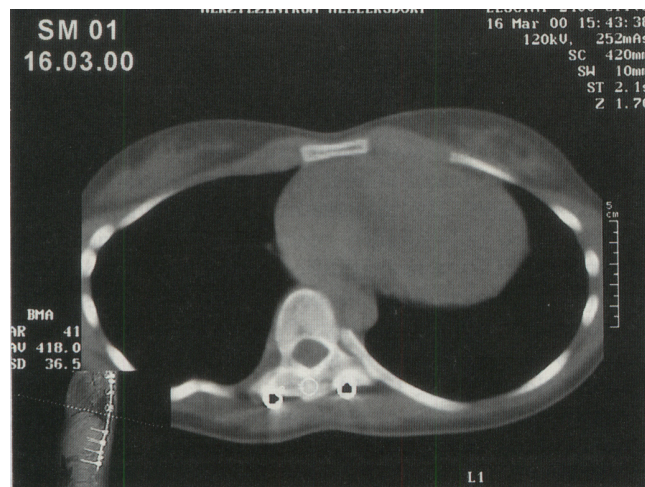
Computertomographie 8 Monate nach dorsaler instrumentierter Spondylodese (TCP Gruppe) zeigt die homogene Knochenformation zwischen den transversalen Fortsätzen und die Messergebnisse der Knochendichtemessung ( $418 \text{ mg/cm}^3$ )
